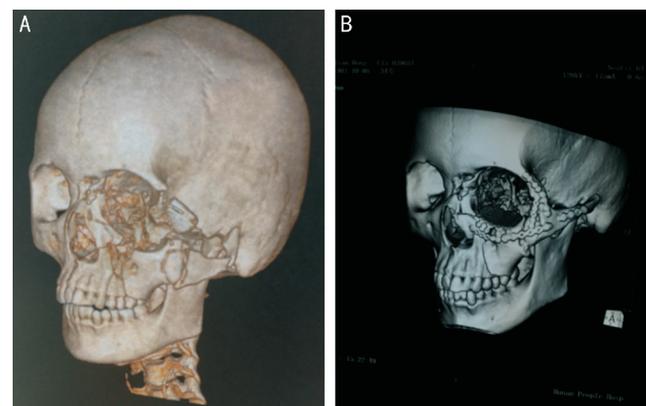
患者 2 三维 CT A:术前;B:术后。
